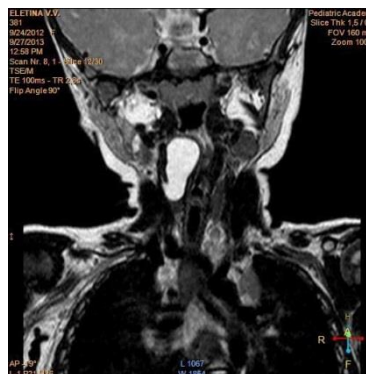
МРТ, фронтальная проекция.
